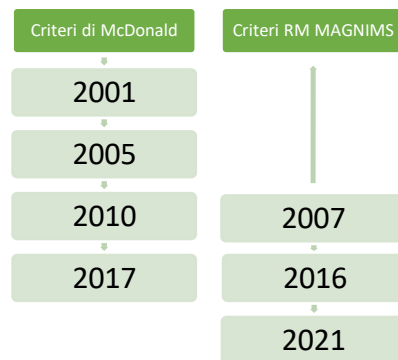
Cronologia delle pubblicazioni dei criteri di McDonald e dei criteri RM MAGNIMS
